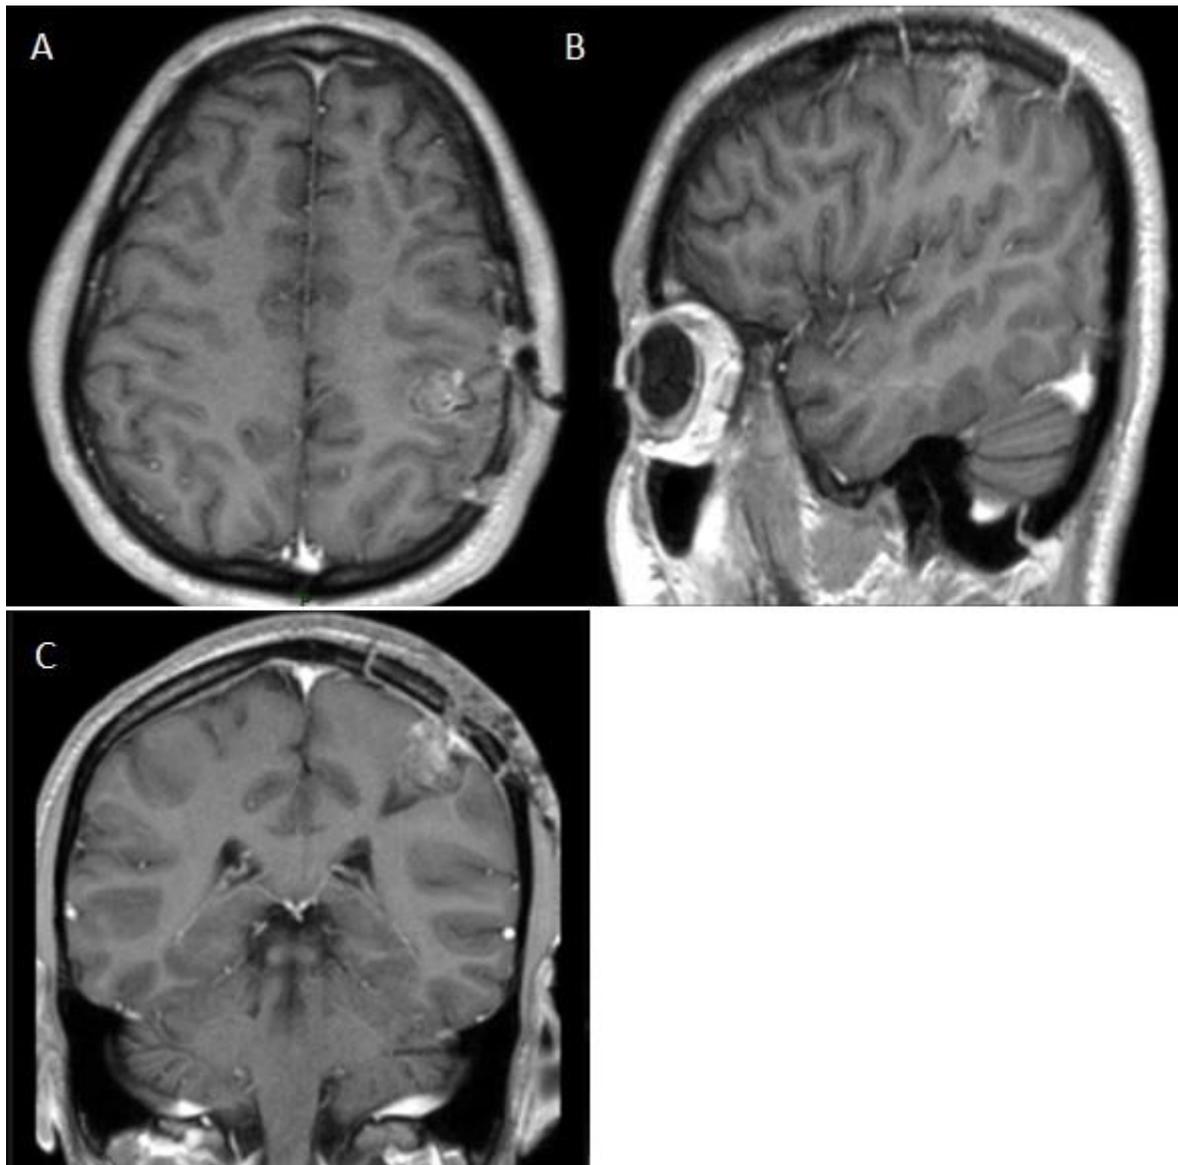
IRM cérébrale à 6 mois post opératoire en séquence pondérée T1 après injection de Gadolinium, coupe axiale (A), coupe sagittale (B) et coupe coronale (C) montrant une stabilité de la prise de contraste.
